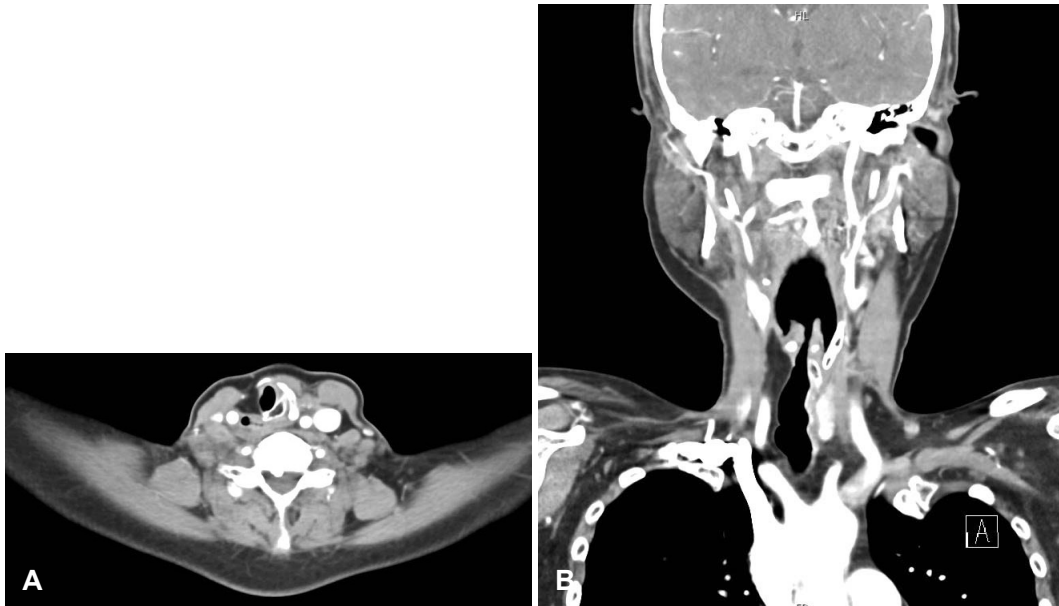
Two-year postoperative follow-up CT scan of the patient's neck showing intact reconstructed laryngotracheal wall and no evidence of recurrence. A: Axial image. B: Coronal image.
